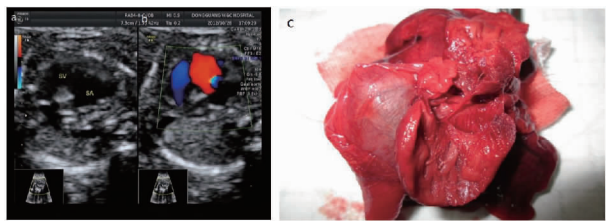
孕妇,27岁,孕27周,单心房畸形(SA,SV)。a图和b图分别为二维超声和彩色多普勒超声图像,四腔心切面示单心房(SA)和单心室(SV)。C图为解剖图,证实胎儿为单心房室畸形
